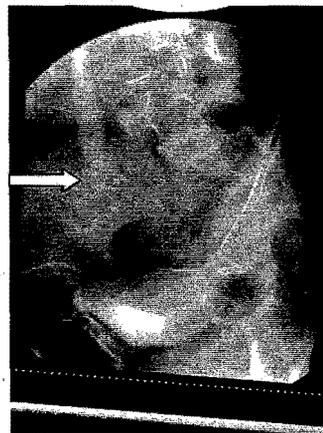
Urografía excretora. A) Radiografía lateral. B) Imagen en punta de lápiz (flecha)
